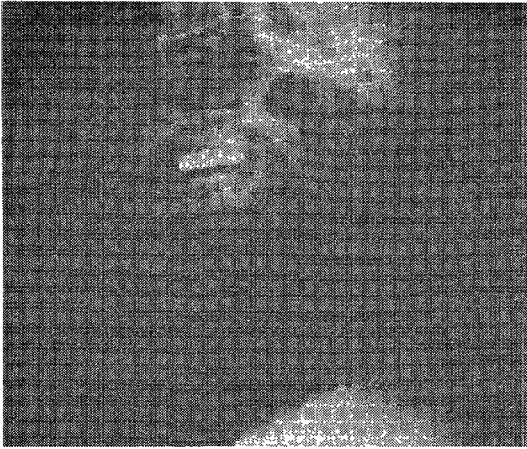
Lateral X-ray of the cervical spine taken immediately after operation shows the surgibone dowel at C3-4 interspace(arrow).
